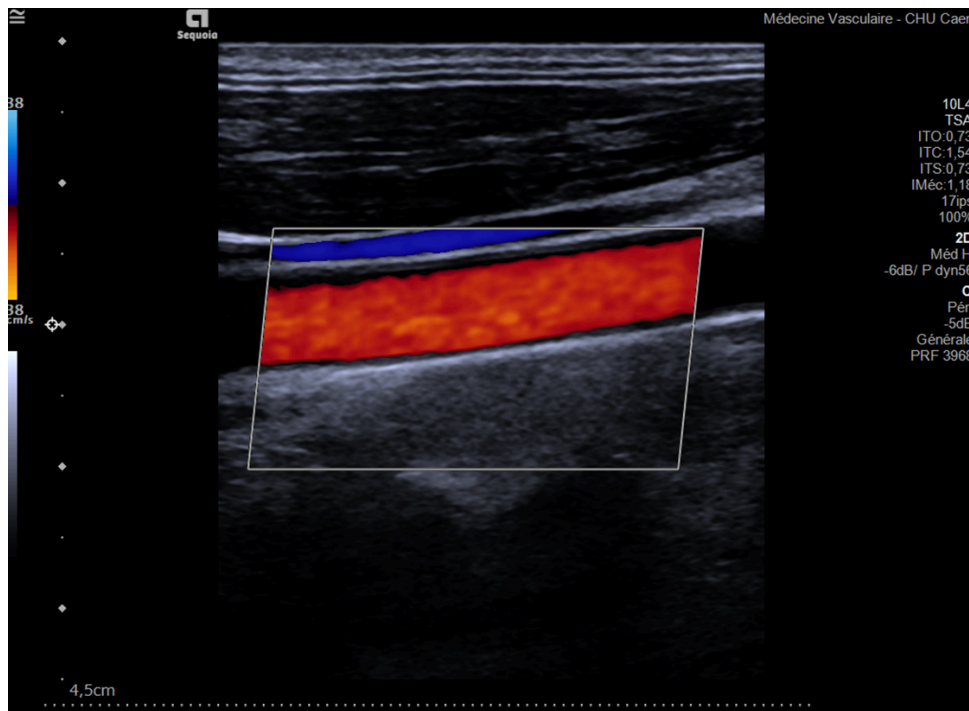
Le doppler couleur, associant l'image 2D et les flux.
